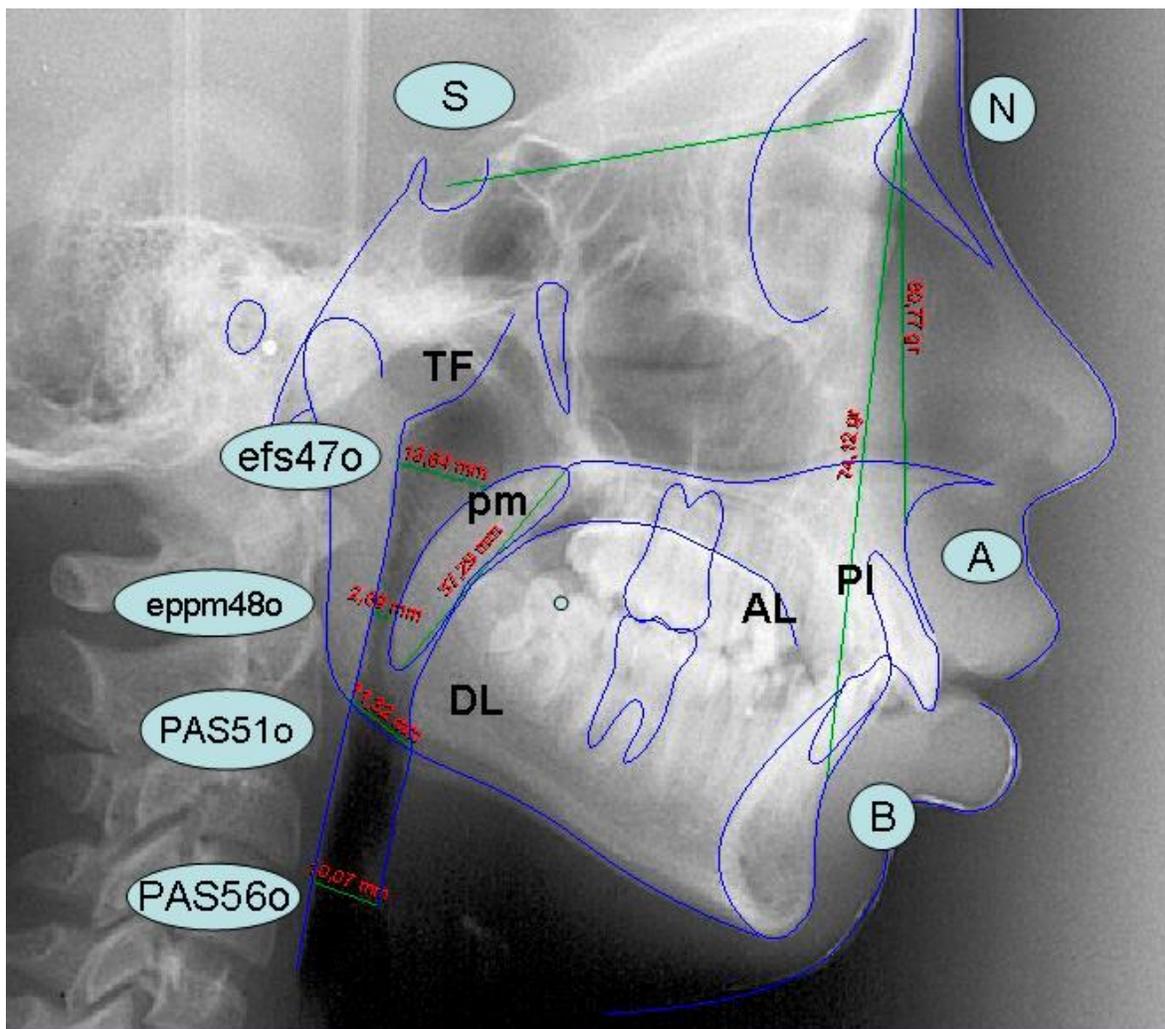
Telerradiografia em Oclusão Dental (OD). posicionado confortavelmente de pé e em posição natural da cabeça, com lábios relaxados, olhando para o espelho. A menor medida da passagem respiratória neste caso está no eppm48 o = 2,89mm, com Ápice lingual baixo, não vedamento labial, retrognatia mandibular, notar a posição dos dentes incisivos com sobremordida.
